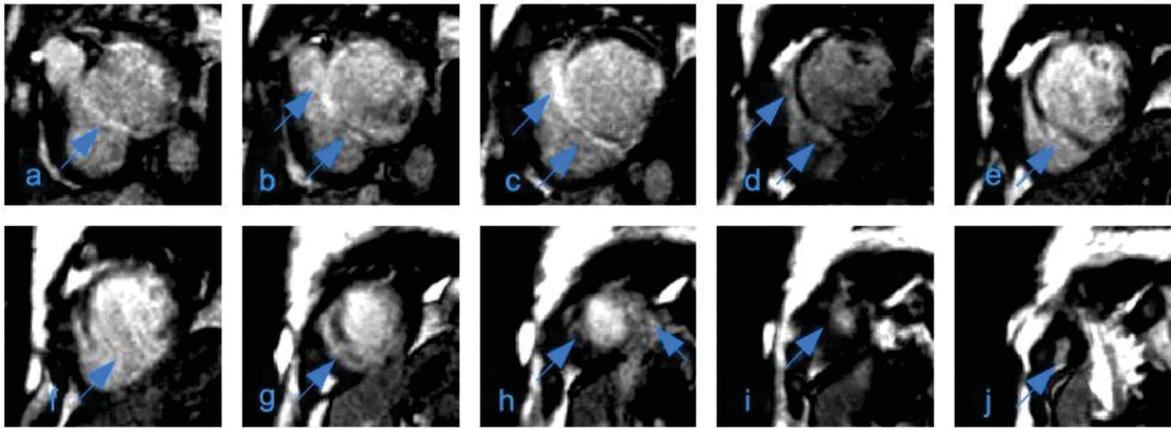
a-: MRT eines Patienten mit fleckigem, eher diffusem epimyokardialem *Enhancement*. → Signalanhebung basal anterior, basal anteroseptal, basal inferoseptal, basal inferior, medial anterior, medial anteroseptal, medial inferoseptal, medial inferior, medial inferolateral, apikal anterior, apikal septal, apikal inferior, apikal lateral und apex vereinbar mit einer Myokarditis. SSFP 2D. Fortlaufende Schnitte.
